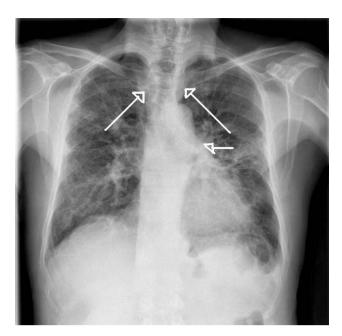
Radiografía posteroanterior de tórax. Se observa importante dilatación traqueal y bronquios principales.
